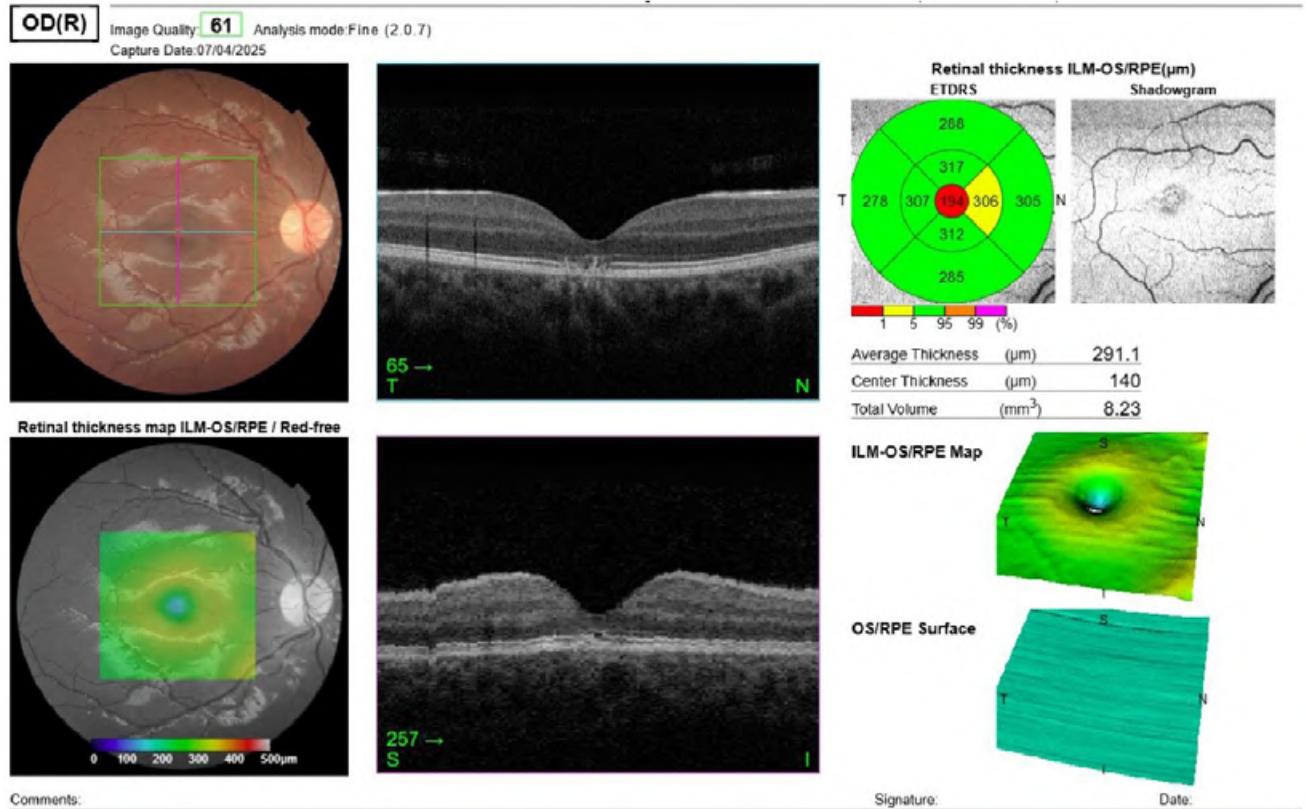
Tomografía de coherencia óptica de ojo derecho realizada a los tres meses de la primera consulta.
